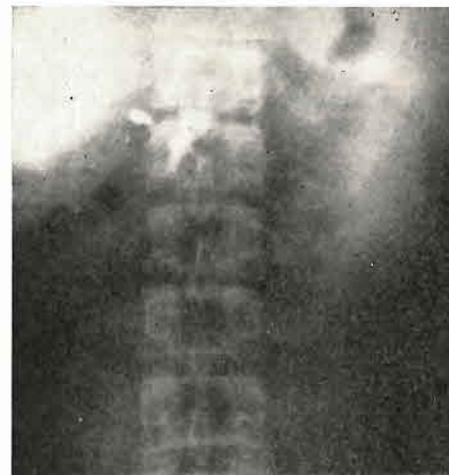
Röntgen Abdomen: Kontrastmitteldepot rechts neben dem 12. Brustwirbel- und dem 1. Lendenwirbelknochen. Diffuse Speicherung im Bereich der Milzregion.
